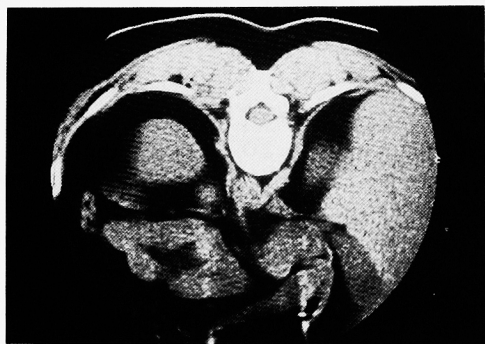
CT: 左腎上極内側に直径 2 cm の low dense mass を認める。
